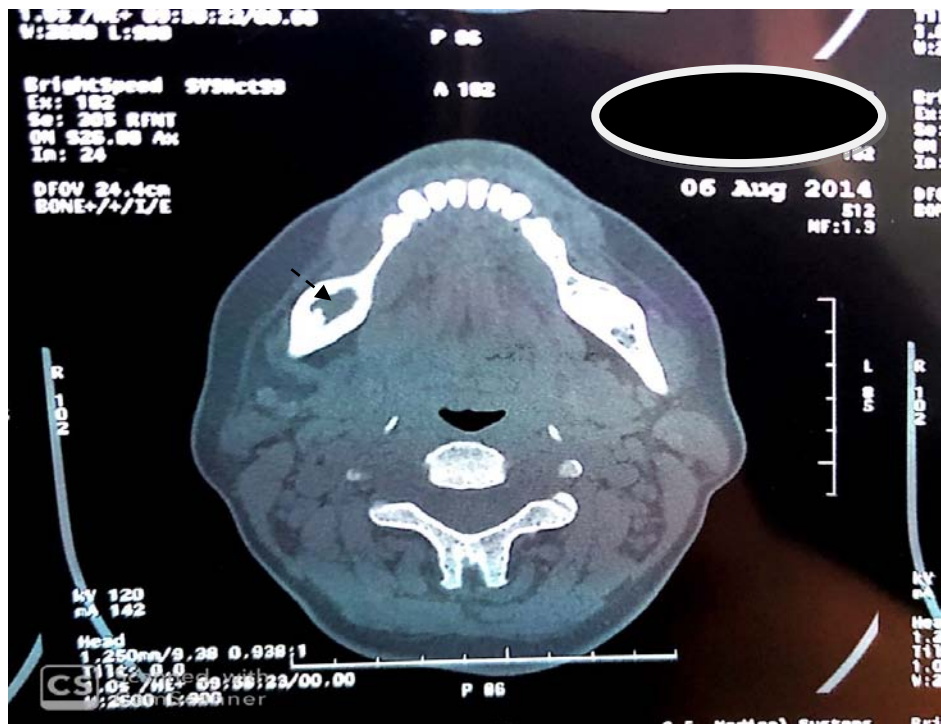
TDM faciale en coupe axiale montrant une ostéolyse en regard de la branche horizontale droite.
